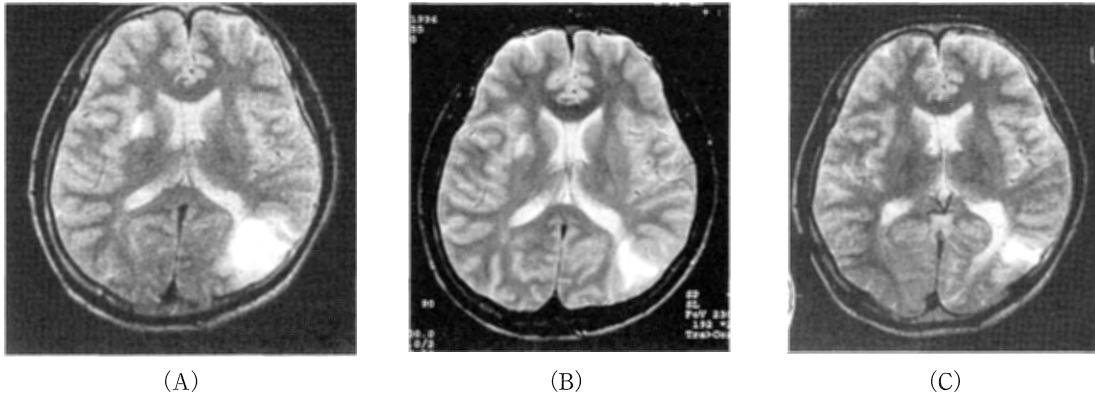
A 33-year-old male ama diver had right homonymous hemianopsia after long-term repetitive dives. Brain MRI on the 4th day(A), 8th day(B), and 5 years(C) after the accident, showing changes in the size of hyperintense area with time.
